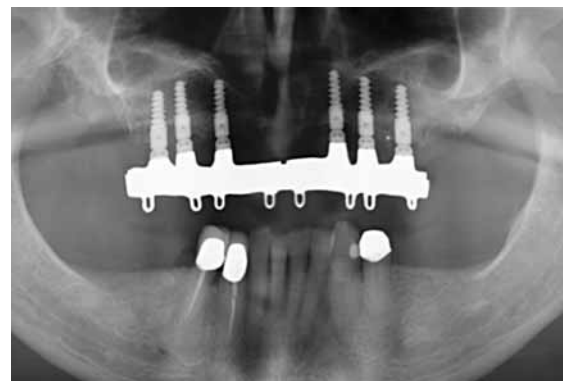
Röntgenkontrolle nach Eingliederung der prothetischen Versorgung
